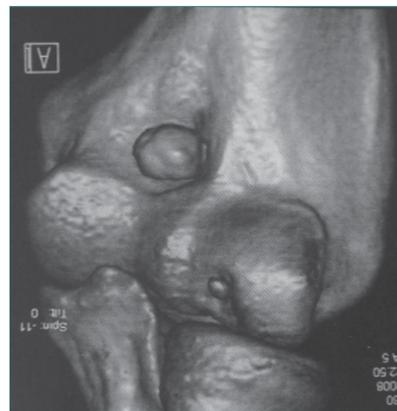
3D-CT mit freiem Gelenkkörper und Defektzone am Oberarmknochen
